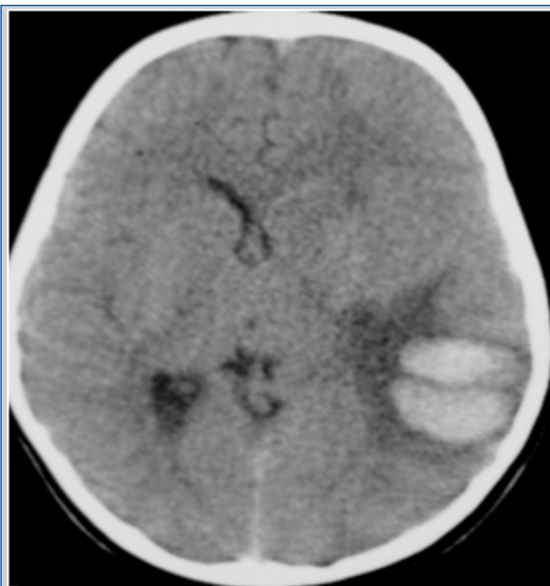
TAC DE CRÁNEO SIMPLE DONDE SE OBSERVA UN INFARTO DE ORIGEN VENOSO CON SANGRADO SECUNDARIO.
